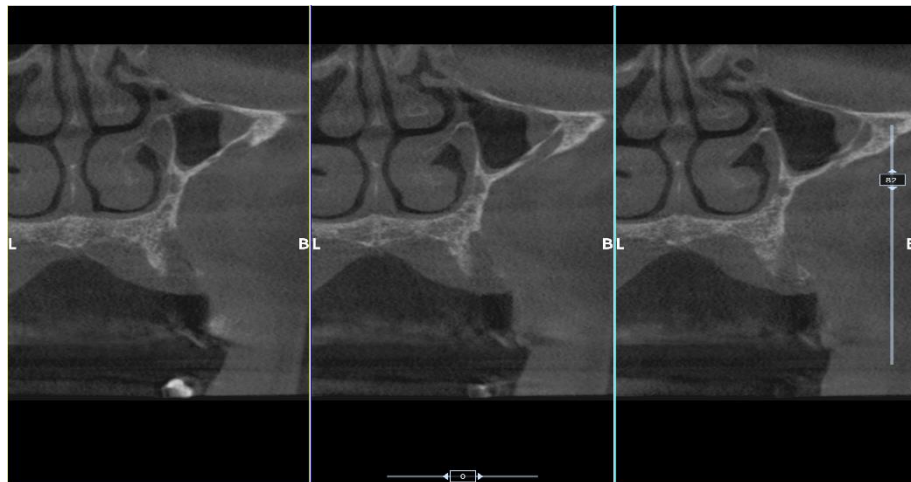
Immagine radiografica iniziale
